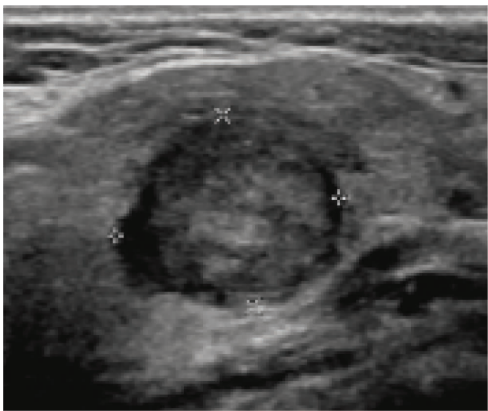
Ultrasound image of MEC
